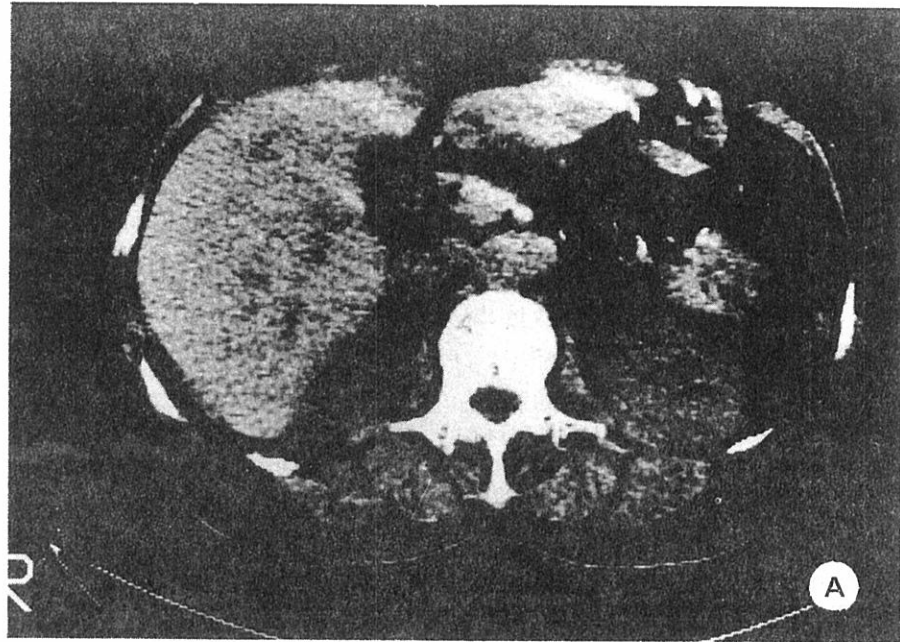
CT of the liver also showed that the zones which had low densities were either not apparent or only minimally apparent, a) without and b) with contrast enhancement.
